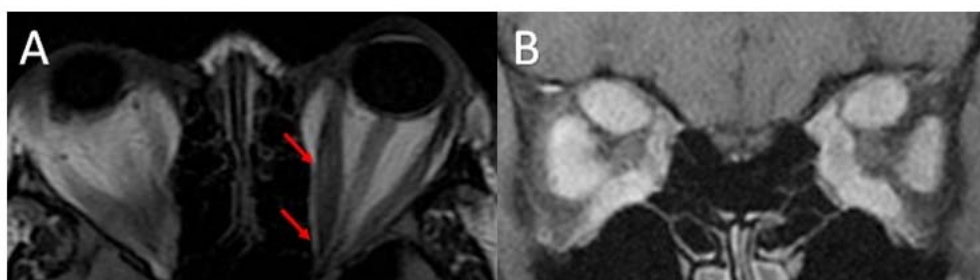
Ressonância magnética da órbita demonstrando espessamento dos músculos extraoculares. Em (A): Corte axial em T2-FLAIR revelando músculo reto medial com ventre muscular espesso e inserções preservadas (setas). Em (B): Corte coronal em T1-FS com espessamento difuso dos ventres musculares.
